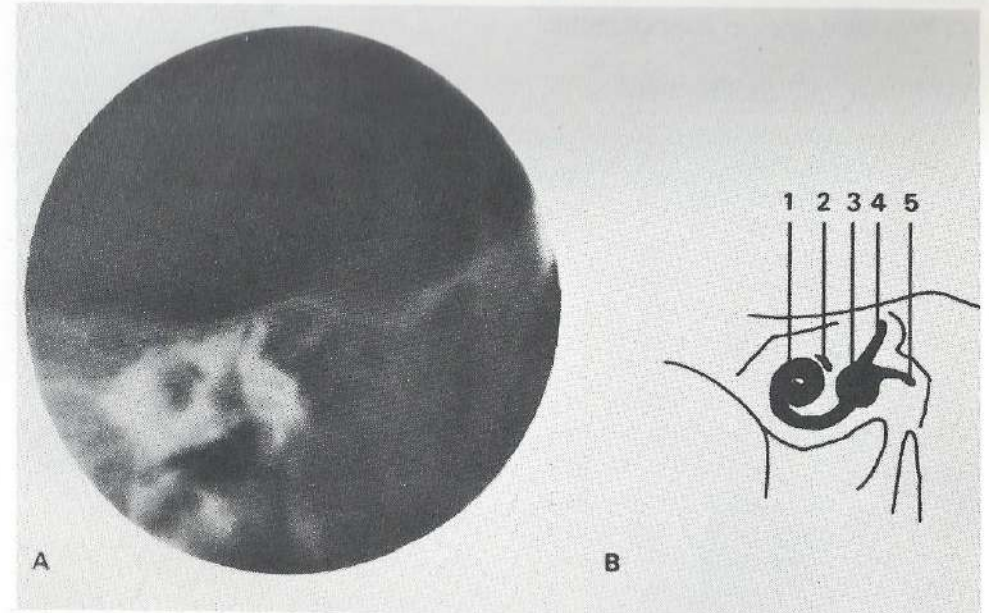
Een tomografische doorsnede in Stenvers projectie door het rechter rotsbeen van een patiënt met doofheid en een onprikkelbaar labyrint aan die zijde laat een volkomen normaal beeld zien van de benige structuren van de cochlea en een deel van het labyrint (patiënt IV 13 van familie 2).
